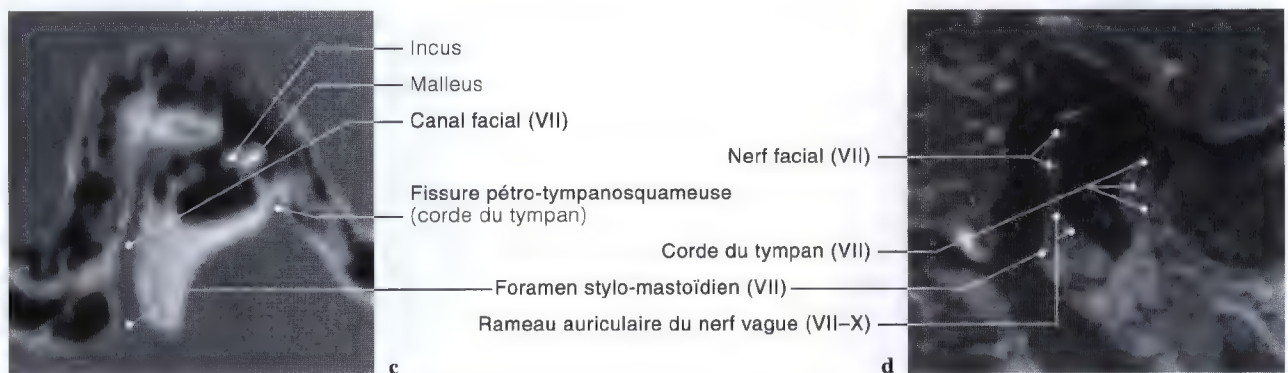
c, d. Tomodensitométrie (TDM) sagittale pour le canal facial (c); imagerie par résonance magnétique (IRM) sagittale pour le nerf facial (VII) (d)
